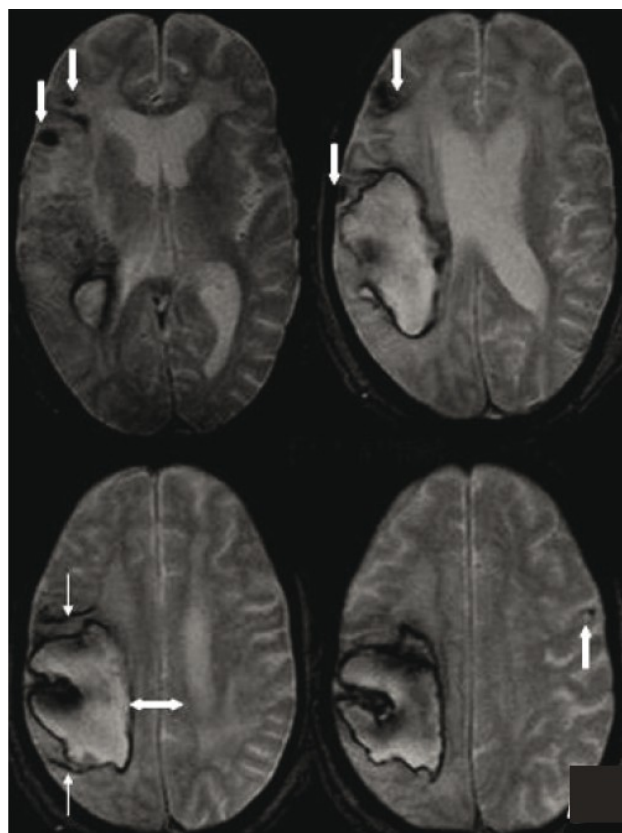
Ressonância Magnética com mapeamento GRE (Gradient-Echo) demonstrando focos múltiplos de depósitos de hemossiderina (resultantes de microhemorragias antigas) de localização cortical e subcortical no lobo frontotemporal e um foco solitário de microhemorragia na região posterofrontal superior esquerda. [2]
